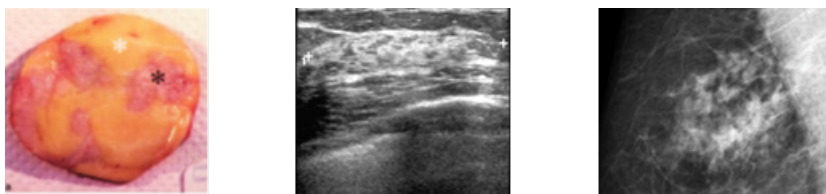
Tumeurs phyllodes (à gauche), observée en échographie (centre) et en mammographie (à droite)
